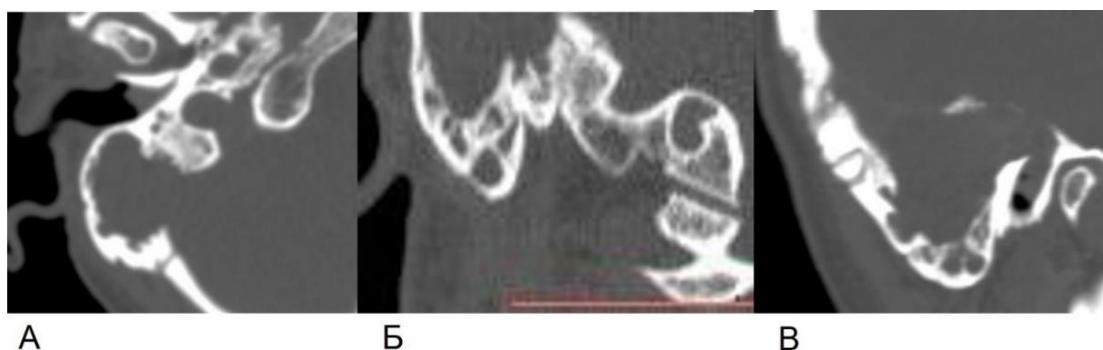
КТ правой височной кости пациента З., 54 лет, при поступлении в стационар в аксиальной (А), коронарной (Б) и сагиттальной (В) проекциях
